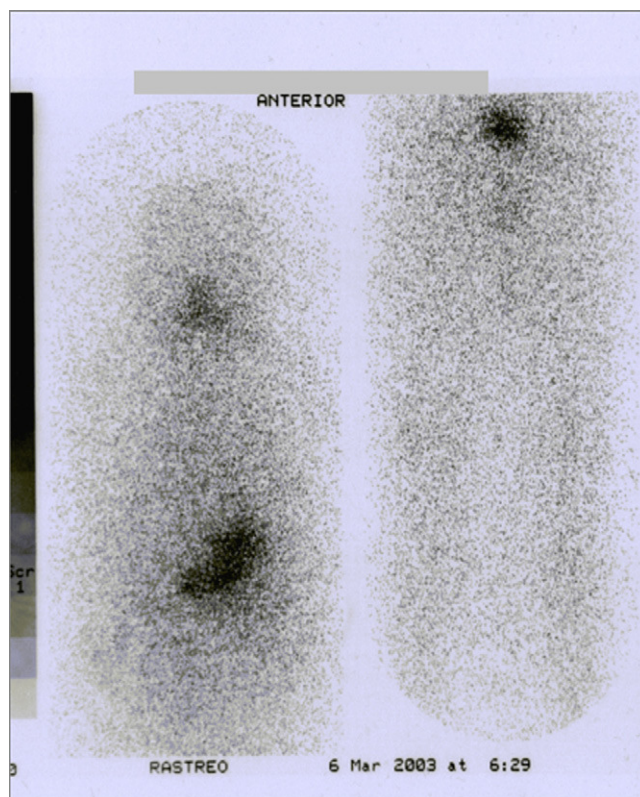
Al presentar una progresiva elevación de tiroglobulina, se realizó un rastreo corporal total, sin detectar captación de RDI (en la imagen). En la TAC se objetivaban 3 nódulos pulmonares.
